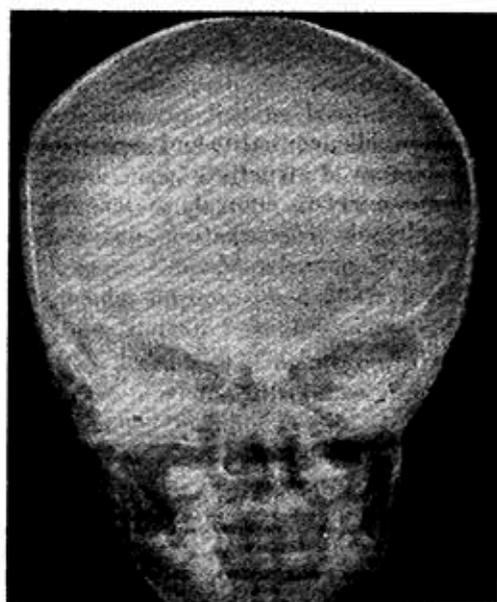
Radiografía de cráneo, vista frontal, mostrando calcificación intracerebral.
